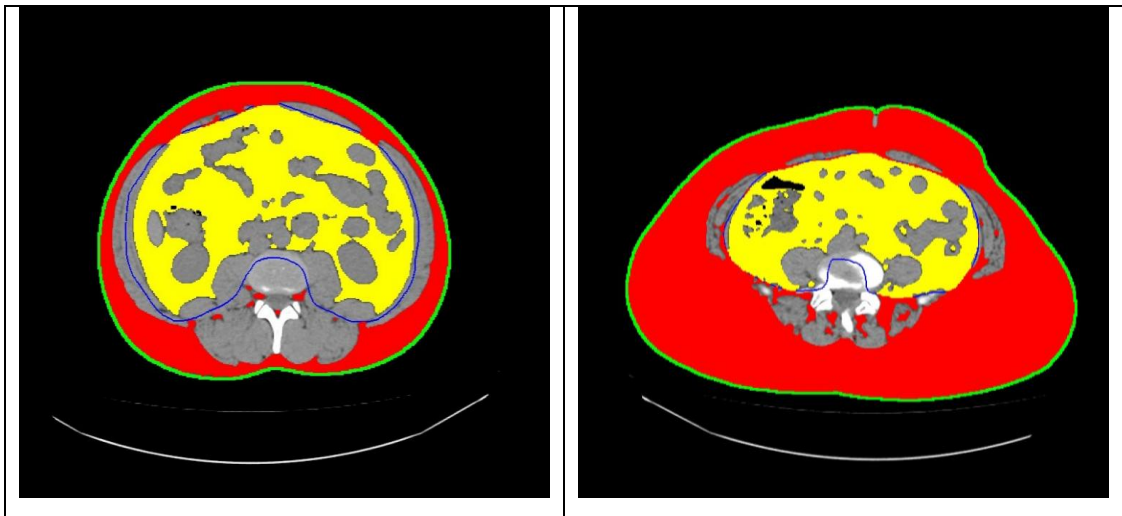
Leitura das imagens abdominais da Tomografia Computadorizada
